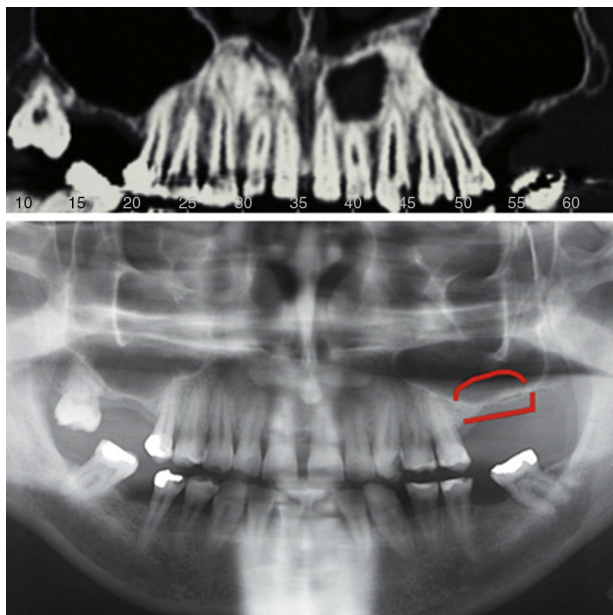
Defecto maxilar posterior con hiperneumatización sinusal y atrofia alveolar con componente vertical. Imagen de CBCT y OPG con marcado del área de reconstrucción alveolar y subsinusal.
